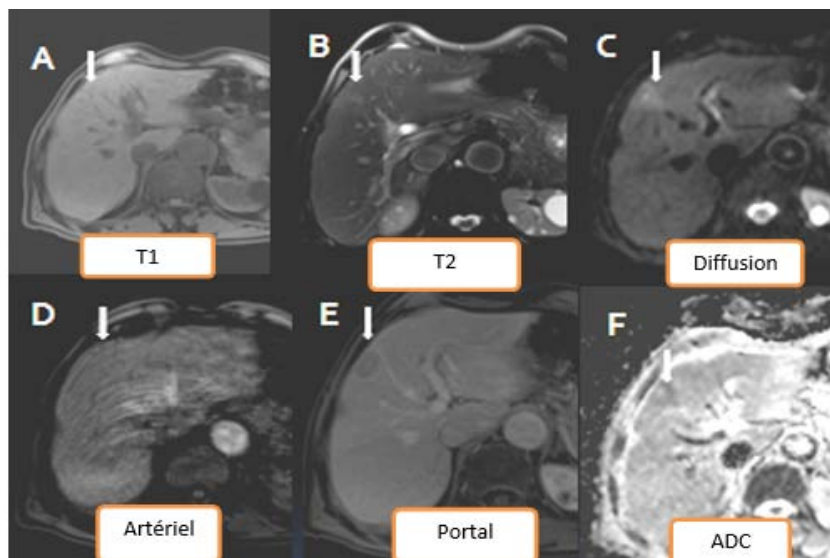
IRM hépatique en coupes axiales : formation nodulaire en iso signal T1 hyper signal modéré T2. Discret rehaussement au temps artériel, Wash out avec capsule rehaussée au temps portal € restriction de diffusion (Cet F)
